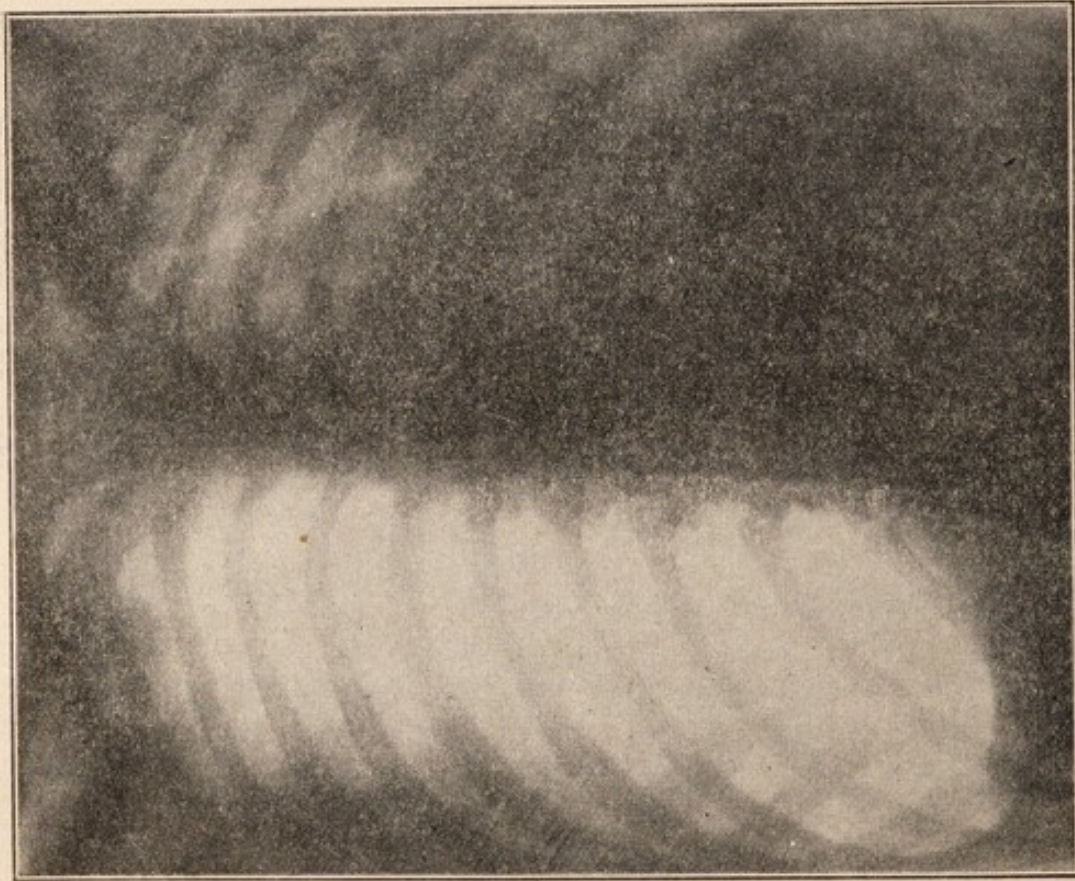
Röntgenbild VD. - Beidseitige, rasch fortschreitende, seit kurzer Zeit entstandene Lungenphthise - (links sehr angedehnt, aber noch nicht kavitär, rechts erst anfänglich an der Spitze). Pneumothorax voluminos links; Pleuraböhle ganz durchgängig; Diaphragma etwas ungestülpt; Lunge ganz am Mediastinum anhaftend; Lunge, Herz und große Gefäße ganz nach rechts verschoben.
